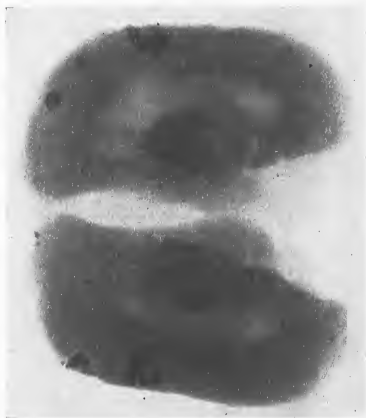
Ostéomes méningés. Radiographies des hémisphères prises latéralement. En haut, hémisphère gauche. En bas, hémisphère droit.
